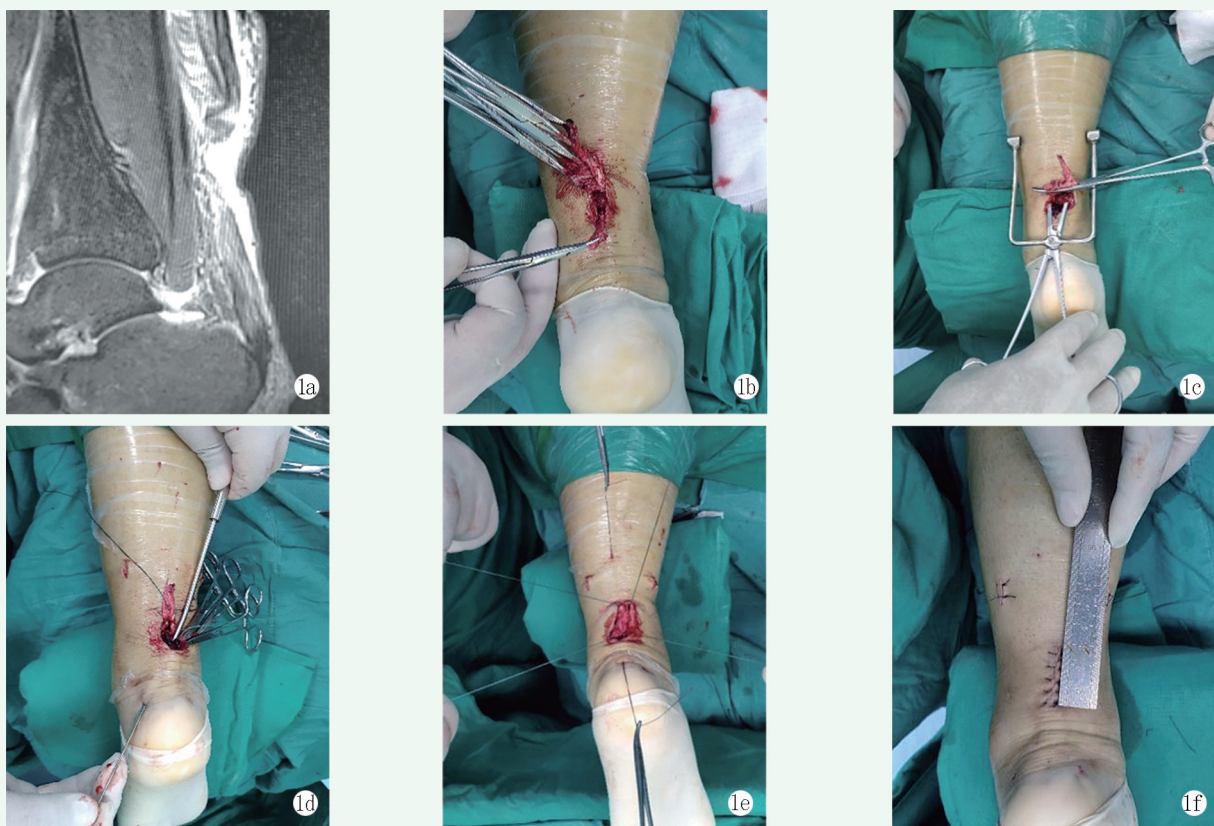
患者，男，31 岁，踢足球致左跟腱断裂，行跟腱微创修复术治疗 1a: 术前 MRI 示左跟腱断裂 1b: 术中见跟腱断端呈马尾状 1c: 术中应用改良微创器械完成跟腱近断端的缝合抓取 1d: 术中应用空心手柄完成跟腱远断端的抓取 1e: 完成穿线后展示各缝合线。其中切口内 4 根 X-519 缝合线为缝合跟腱的主线，切口外 2 根可吸收线为使马尾状跟腱纤维束回归腱周组织内的牵拉线 1f: 切口长 2.8 cm
